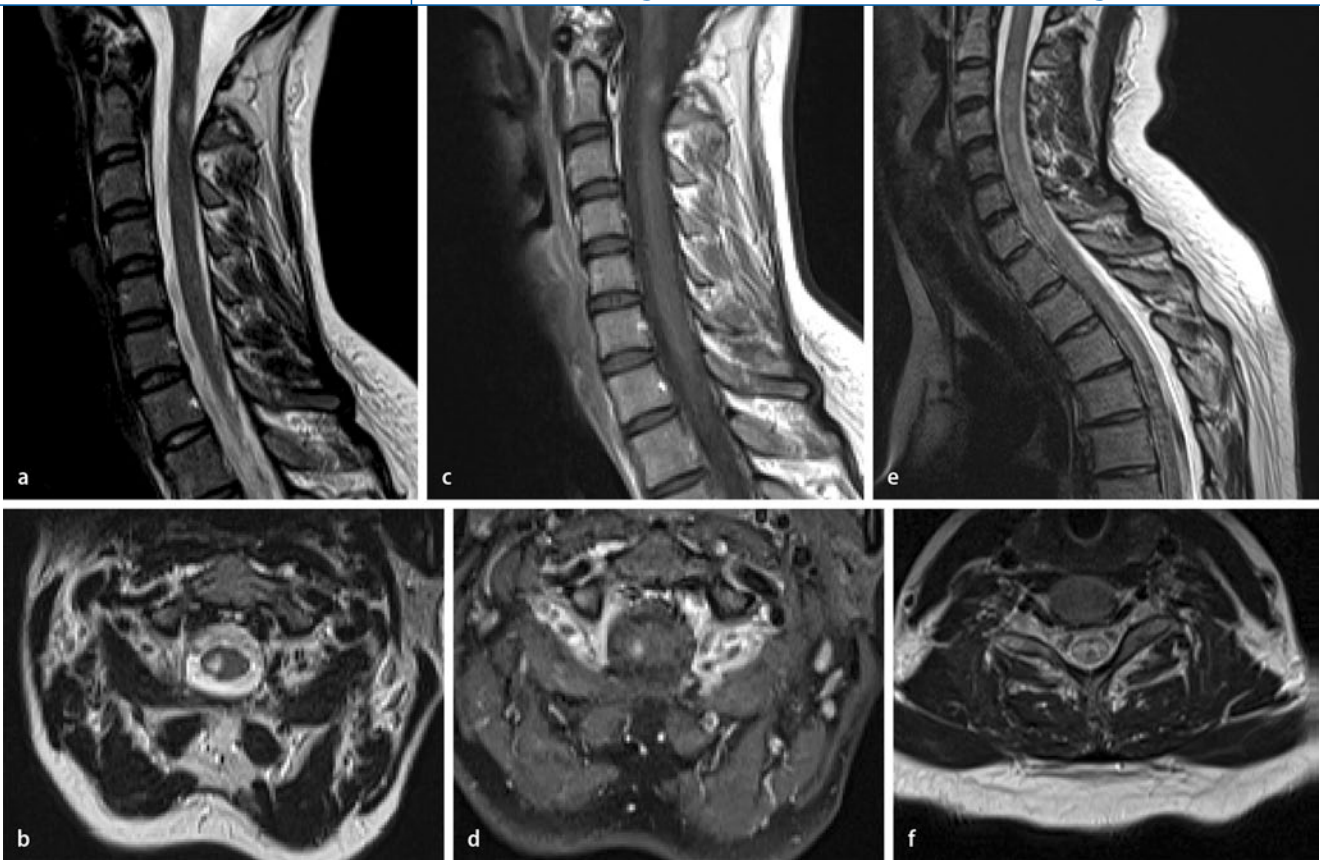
▲ Multiple Sklerose (a–d) vs. transverse Myelitis (e, f). MRT der Halswirbelsäule in sagittaler (a, c, e) und transversaler (b, d, f) Akquisition bei einer Patientin mit manifester multipler Sklerose (a, b) mit umschriebener, ovalärer Signalsteigerung im Zervikalmark (Hinterseitenstrang) auf Höhe der Densbasis in T2-Wichtung und umschriebenem Enhancement in T1w nach KM-Gabe (c, d). Spinale MRT der HWS in T2w-TSE-Technik einer jungen Patientin mit transverser Myelitis (e, f) und langstreckiger Signalsteigerung des Zervikalmarks bis in das Thorakalmark reichend mit Beteiligung der gesamten Myelonzirkumferenz. KM Kontrastmittel, TSE Turbospinecho
